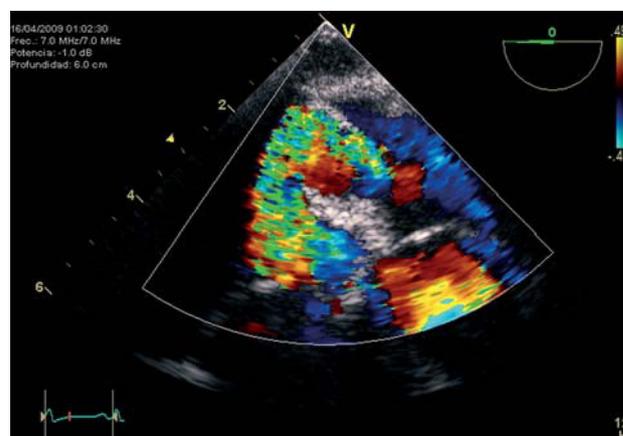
Doppler color del flujo a través del foramen oval permeable.
